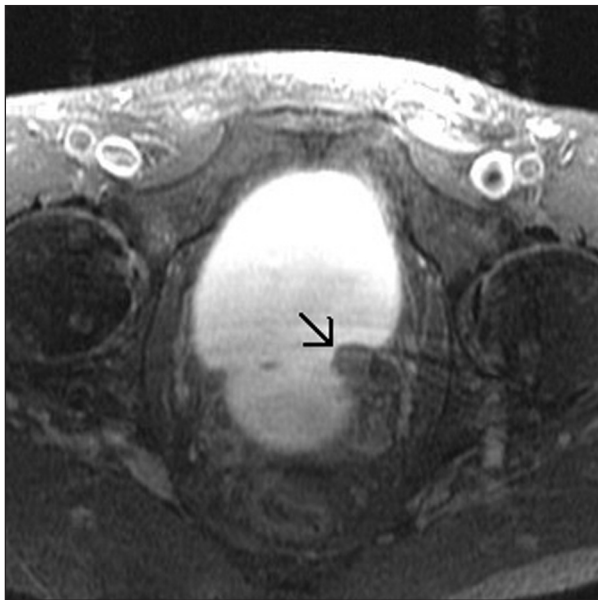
RM en fase excretora, con una secuencia T1 con saturación grasa. Defecto de repleción intravesical (→) producido por un tumor urotelial.
